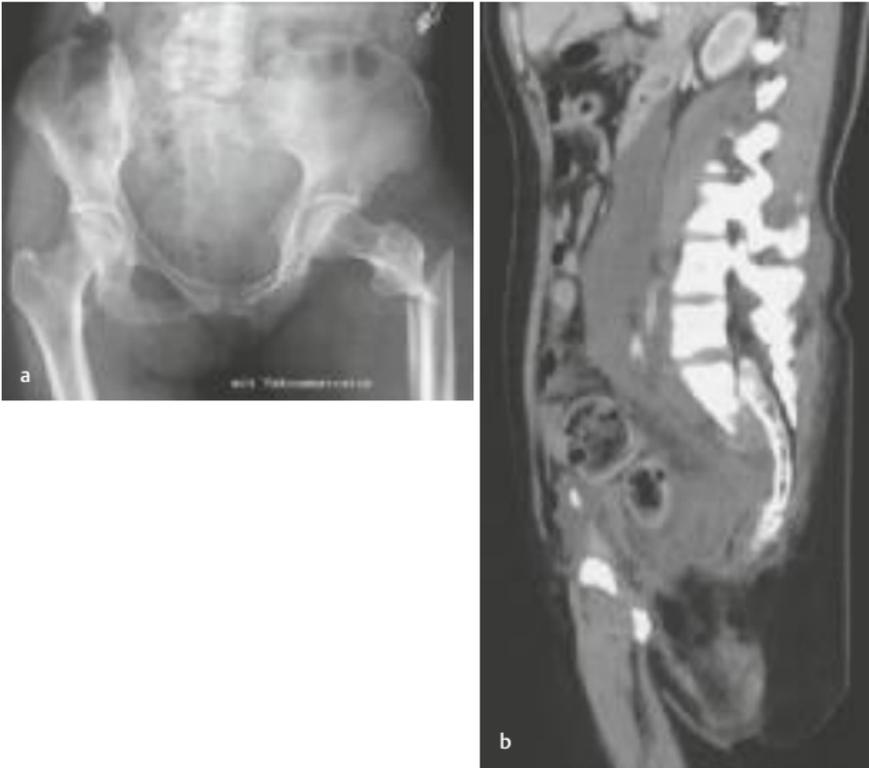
• Schwerste Verletzung des Beckenrings (Ausbruchverletzung) und subtrochantäre Femurfraktur. a Beckenübersicht: Außenrotation des linken Hemipelvis mit vertikalen Schambeinastfrakturen links und transforaminalen Sakrumfrakturen (links disloziert, rechts undisloziert). Nach kranial dislozierter Processus transversus LWK-5 links. Ausbruchfraktur auf Höhe S2 nicht sichtbar. Zusätzliche subtrochantäre Femurfraktur links. b Sagittale CT-Rekonstruktion mit querer Sakrumfraktur auf Höhe S2 (Ausbruchfraktur) und großem retroperitonealem Hämatom (praktisch keine Selbsttamponade bei retroperitonealer Blutung [Phänomen des „offenen Kamins“]).
